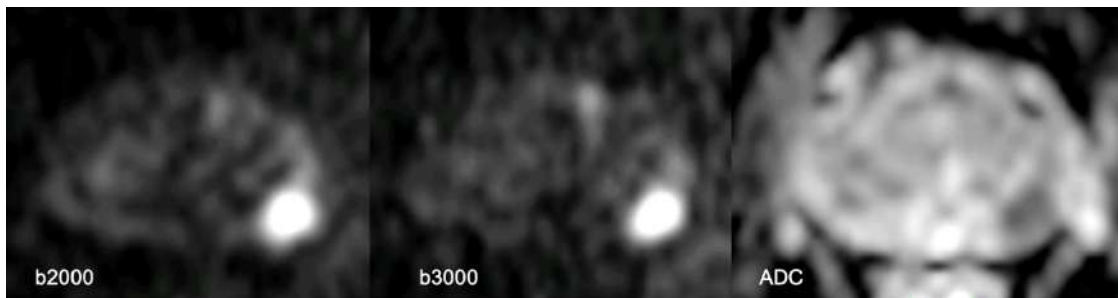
Exemple de PI-RADS 4. Imatges de RM Difusió amb factor b2000 i b3000 que mostren focus marcadament hiperintens localitzat a ZP posterolateral esquerra. El mapa d'ADC mostra la restricció de la difusió que presenta la lesió i el seu diàmetre màxim és de 9 mm.
